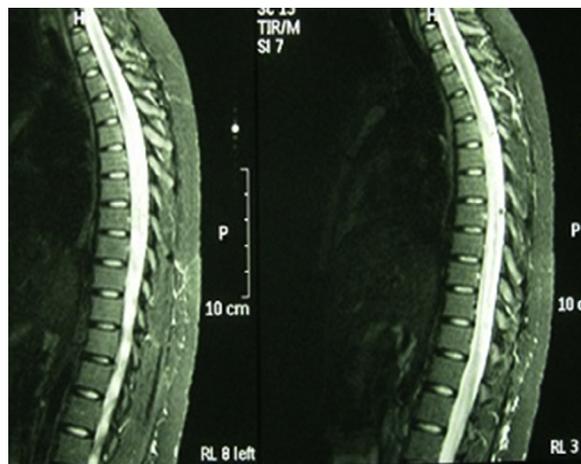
Resonancia magnética en secuencia T2, con mielitis de gran segmento en la médula espinal dorsal, desde D5 hasta D12. Ensanchamiento medular con señal hiperintensa, concordante con su enfermedad de base.
